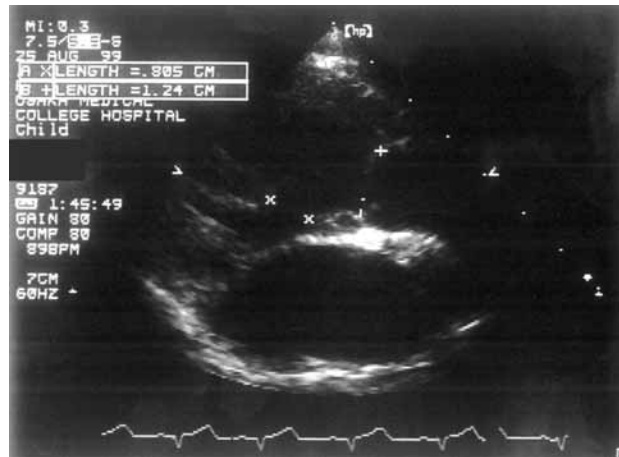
Long-axis view of echocardiography. The aorta originated completely from the right ventricle. The left ventricle was slightly small and the right ventricle was enlarged. The VSD was 8 mm in diameter. The aortic annulus was 12.5 mm in diameter. The distance between the VSD and aortic annulus was 9.5 mm.
